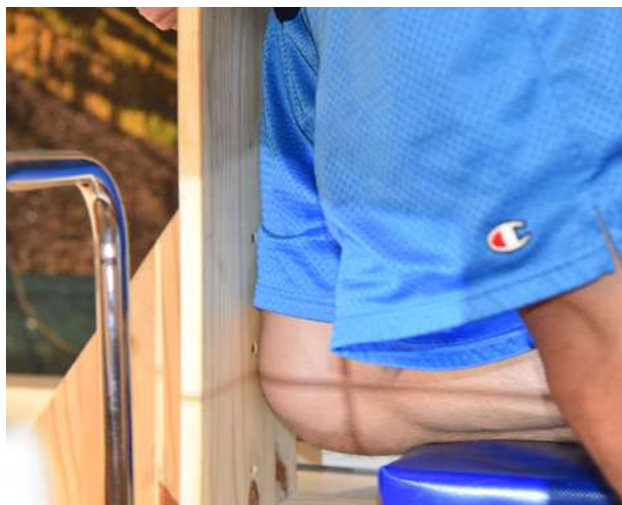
Paciente en el soporte de apoyo para realizar las radiografías con estrés para la rodilla derecha. Se instruye al paciente para poner todo el peso sobre la tuberidad anterior de la tibia, mientras se obtiene la radiografía. Las manos pueden estar apoyadas en una baranda.
